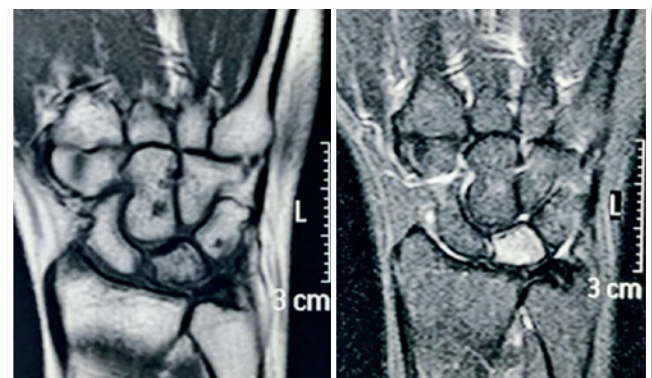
Ressonância magnética punho esquerdo em ponderações T1 (esquerda) e T2 (direita)
